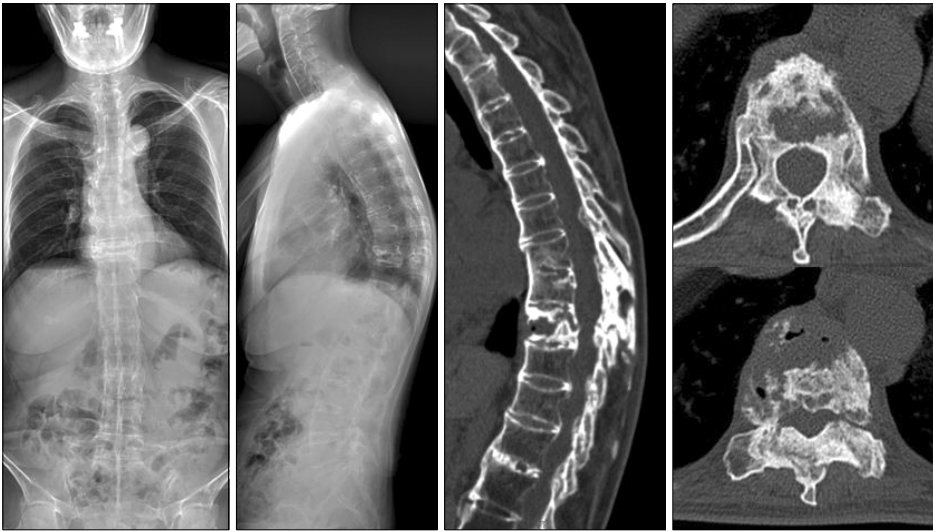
The 60 year-old female had a fixed kyphotic deformity with Andersson lesion due to ankylosing spondylitis and osteoporosis (T-score: -2.6). On the radiologic evaluation, the thoracic kyphosis (TK) was 65° , the lumbar lordosis (LL) was 12° and the distance between the C7 plumb line and S1 (C7PL) was 59 mm.
